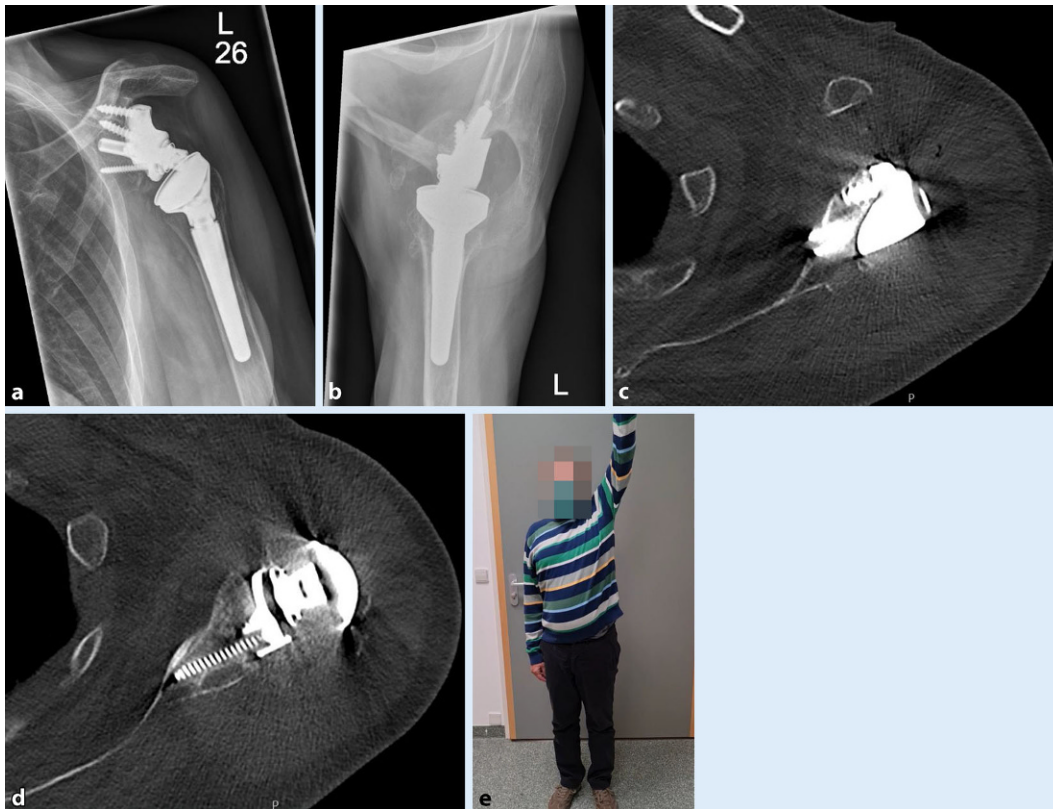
◀ a, b Postoperative Röntgenkontrolle (Patient 2, Abb. 4, 5, 6 und 9). Übrige Komponenten der Schulterendo-prothese sind Standardimplantate eines modularen Systems. c, d Postoperative Kontrolle mittels Computertomographie (CT, axiale Rekonstruktion). Zentraler Peg mit dezidiert Perforation der Kortikalis entsprechend präoperativer Planung. Inferiore Schraube mit intraossärer Lageplanungsgemäß. DICOM-Daten sind im Supplementary Material hinterlegt. e Klinischer Befund (Abduktion) 1 Jahr postoperativ
